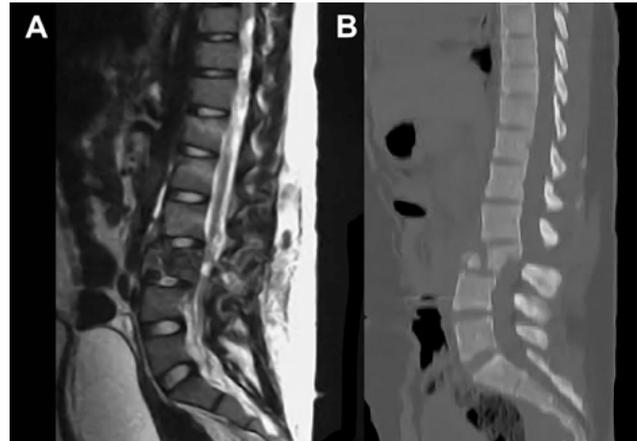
TC y RM de fractura L3, que demuestran el compromiso anterior y posterior, como así también la presencia de rotación, evidenciado en la asimetría de las espinosas (corte sagital), configurando una fractura de tipo C.
